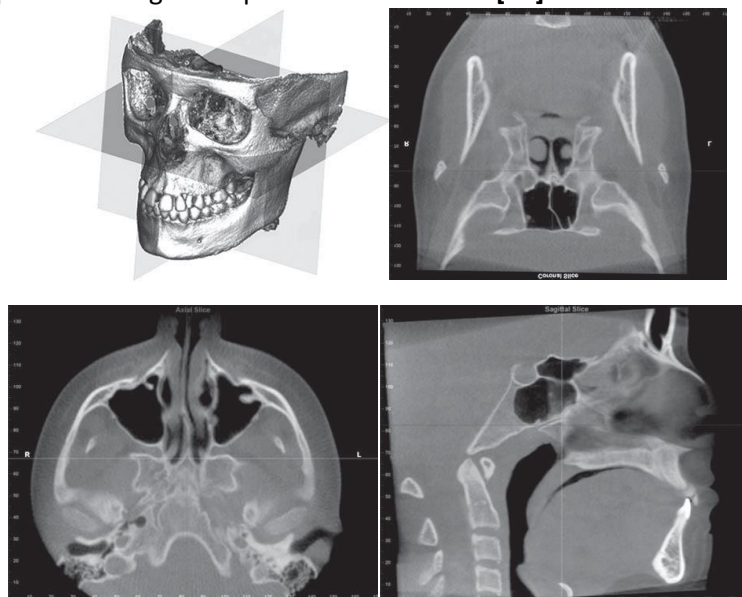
Modes d'affichage standard des données volumétriques de la CBCT.(a)Représentation volumétrique 3D de tissu dur montrant les trois plans orthogonaux par rapport aux données volumétriques reconstruites ensemble.(b) Image coronale représentative. C, Image sagittale représentative. (d) Image axiale représentative.(Images produites à l'aide de Dolphin 3D, Chatsworth, Calif.)
